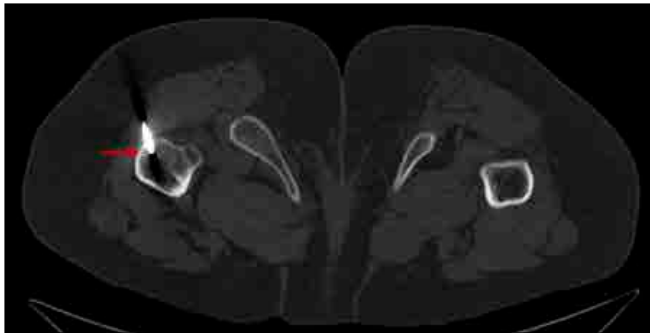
CT-guided MWA was performed by the interventional radiology department.
